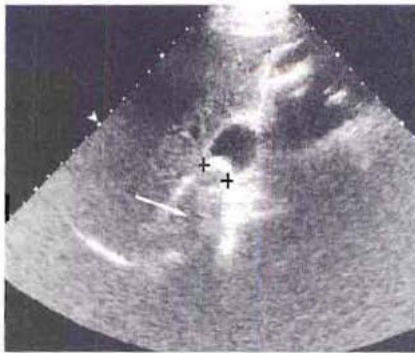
Cette échographie montre un aspect typique de calcul vésiculaire (croix). La face antérieure du calcul est hyperéchogène, avec un cône d'ombre postérieur (flèche) lié à la non transmission des ultrasons à travers le calcul.
